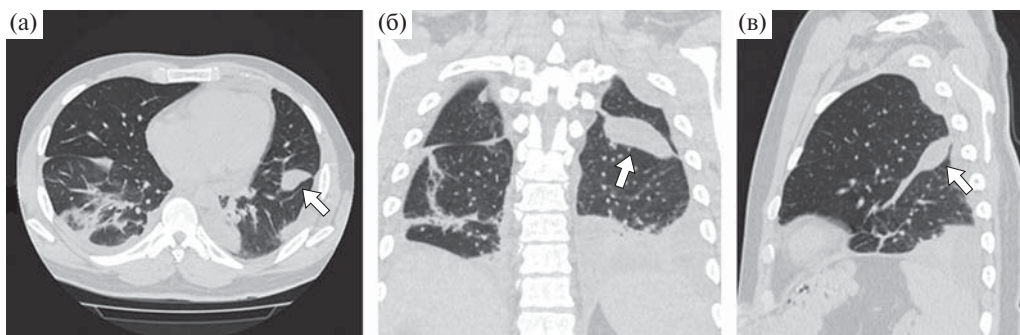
Больной 31 года. Трансверсальный срез (а) и мультипланарные реконструкции КТ в прямой (б) и левой боковой (в) проекциях органов грудной клетки. Легочное электронное окно. Объемное образование овоидной формы указано стрелкой.
